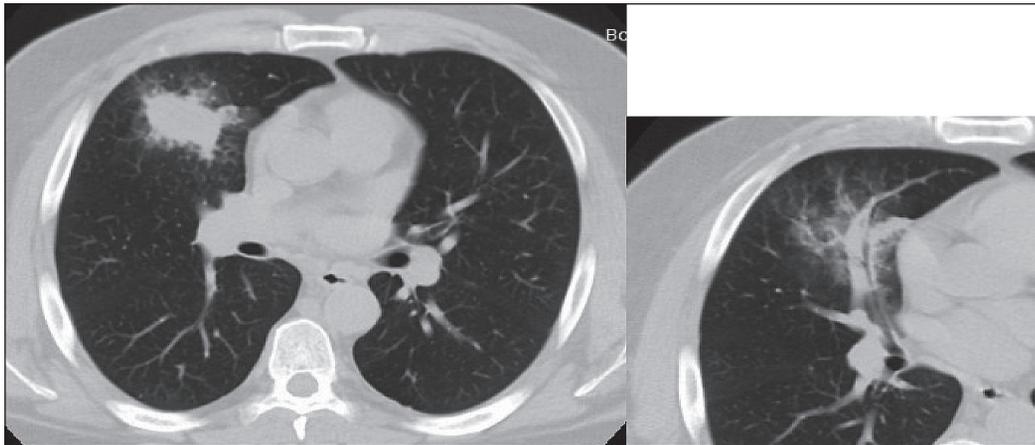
КТ органов грудной клетки. В средней доле правого лёгкого определяется узел округлой формы, с нечёткими контурами, размерами 4,35×3,3×3,0 см. Утолщение стенок среднедолевого бронха и сужение его просвета
